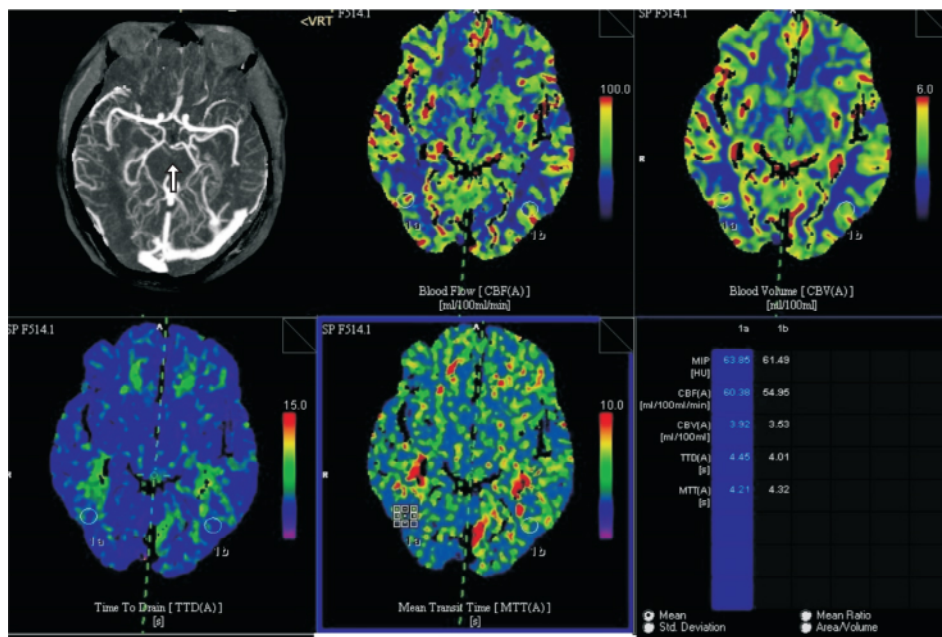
前循环完整组后循环优势侧与劣势侧 CT 灌注比较
